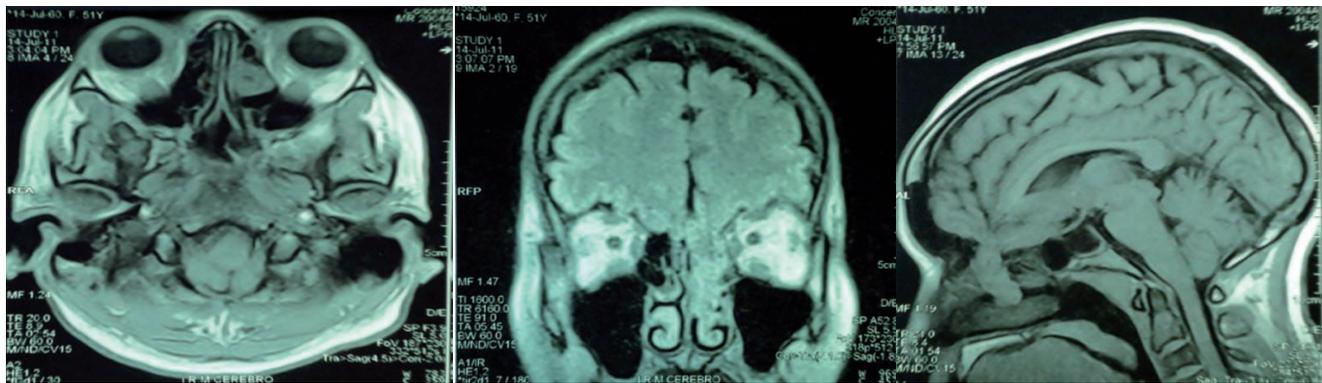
Resonancia nuclear magnética de cerebro. A: corte axial; B: corte coronal, y C: corte sagital. Muestran una lesión con densidad de tejidos blandos, que se extiende por el seno etmoidal a la nariz.
